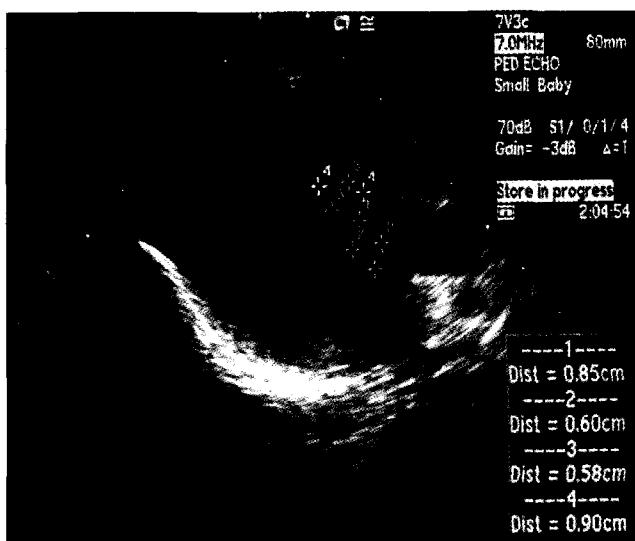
Echocardiography revealed two masses in the left ventricular outflow tract originating from ventricular septum.
